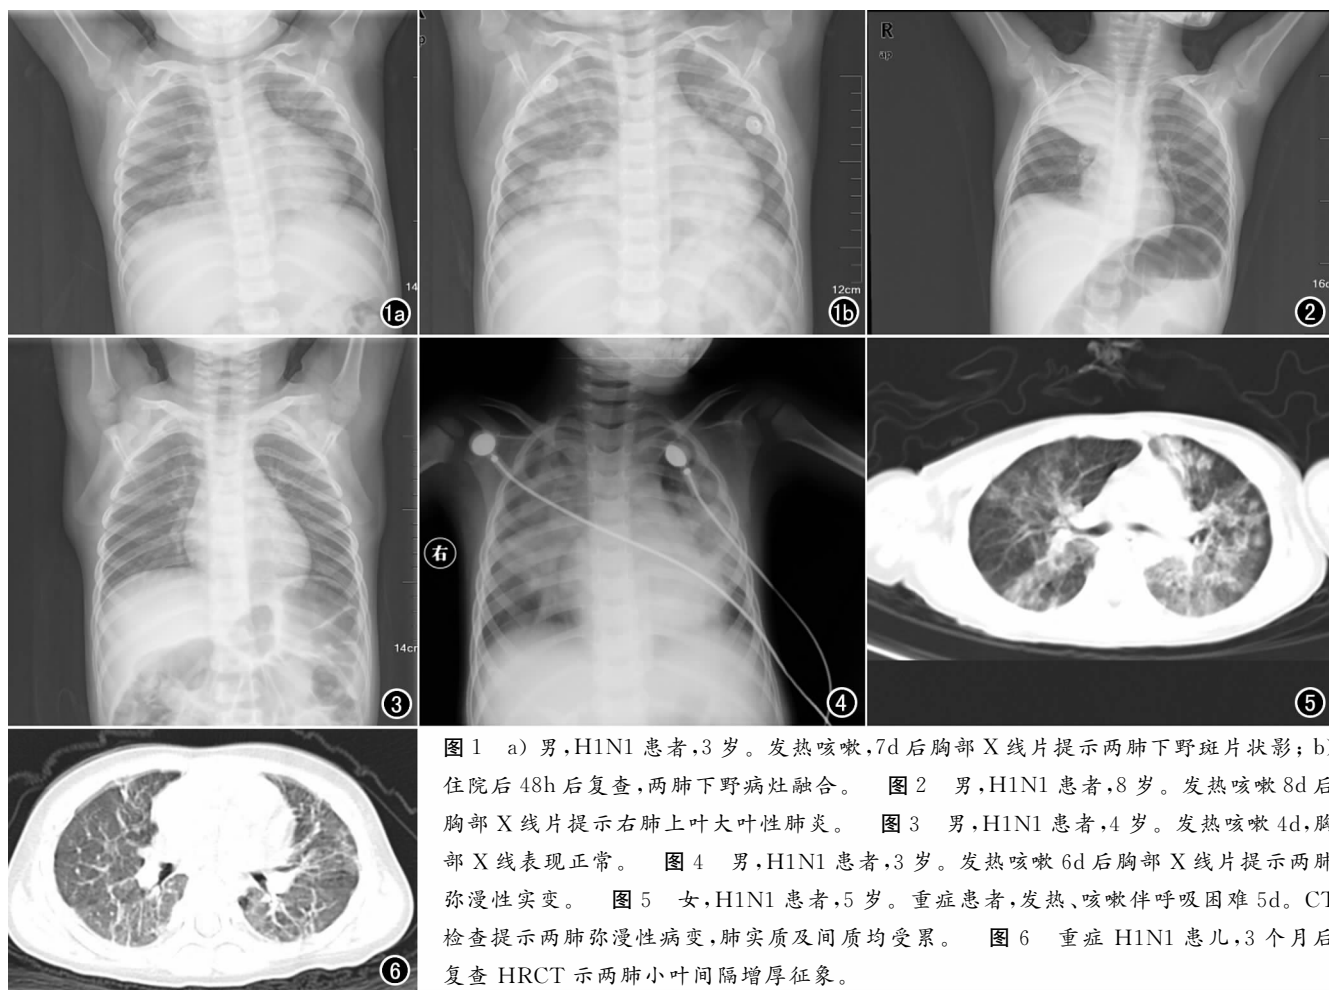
a) 男,H1N1患者,3岁。发热咳嗽,7d后胸部X线片提示两肺下野斑片状影;b) 住院后48h后复查,两肺下野病灶融合。图2 男,H1N1患者,8岁。发热咳嗽8d后胸部X线片提示右肺上叶大叶性肺炎。图3 男,H1N1患者,4岁。发热咳嗽4d,胸部X线表现正常。图4 男,H1N1患者,3岁。发热咳嗽6d后胸部X线片提示两肺弥漫性实变。图5 女,H1N1患者,5岁。重症患者,发热、咳嗽伴呼吸困难5d。CT检查提示两肺弥漫性病变,肺实质及间质均受累。图6 重症H1N1患儿,3个月后复查HRCT示两肺小叶间隔增厚征象。
